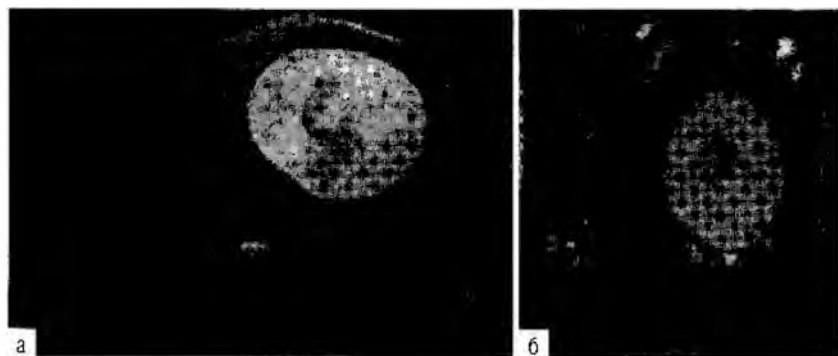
Магнитно-резонансная томограмма. Инеродное тело (марлевая салфетка большого размера) в брюшной полости после гинекологического вмешательства в аксиальной (а) и косой коронарной проекциях (б).
